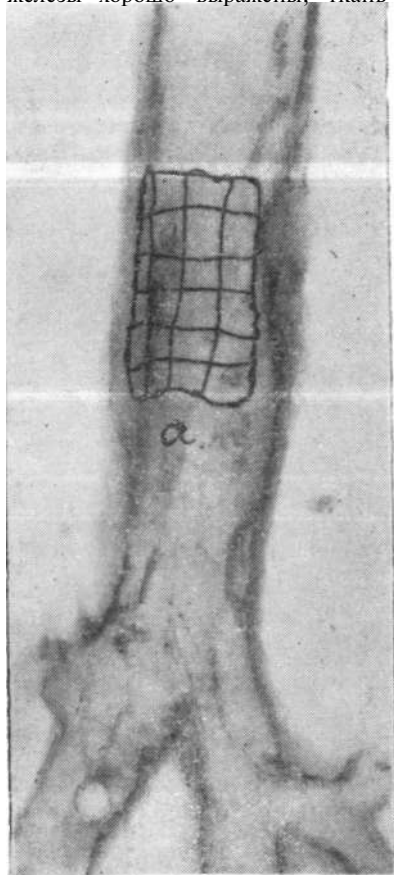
Опыт № 60. Срок наблюдения 90 дней. Рентгенограмма трахеи. а танталовая сетка.
